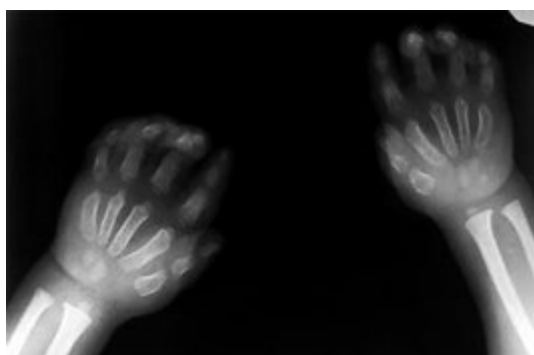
2Б. Рентгенографія кистей рук П2
